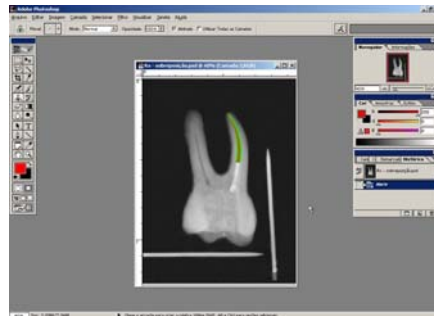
Sobreposição das radiografias inicial e final.
